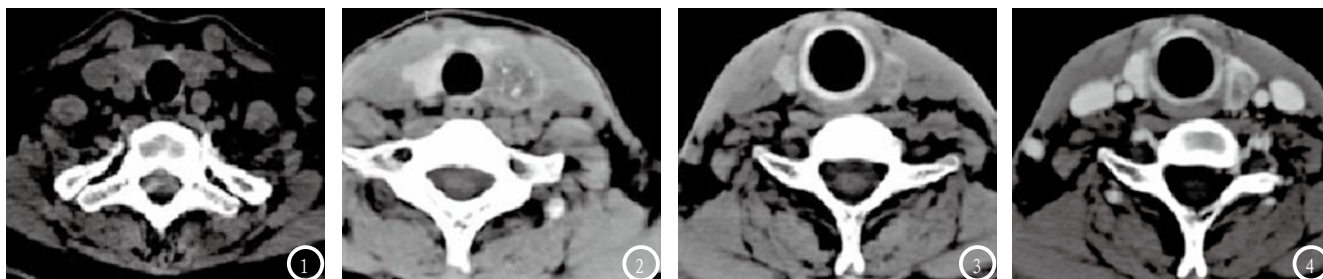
桥本氏甲状腺炎伴甲状腺乳头状癌CT平扫:甲状腺密度不均匀减低,右侧叶瘤体模糊不清;图2 “左侧”甲状腺乳头状癌平扫:瘤体呈低密度,平扫边界清楚,病灶内见散在分布点状钙化;图3 “右侧”甲状腺乳头状癌,平扫病变呈稍低密度,边界模糊;图4 “右侧”甲状腺乳头状癌增强CT,增强后病灶不均匀强化。
